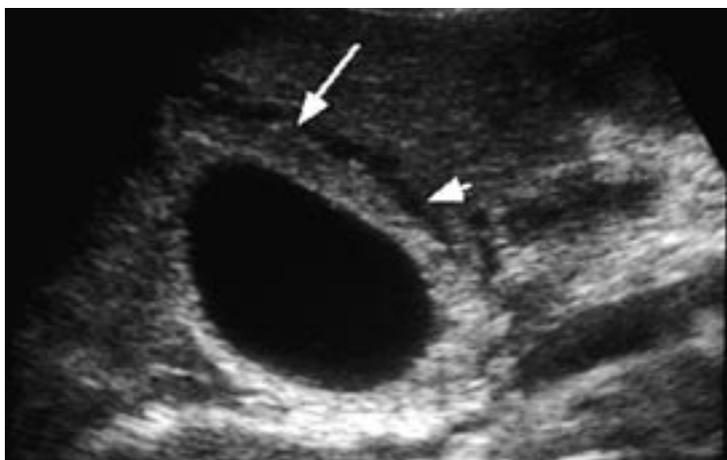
Ultrasonograma que demuestra engrosamiento de la pared e imagen de doble halo (cortesía del INCMNSZ).
